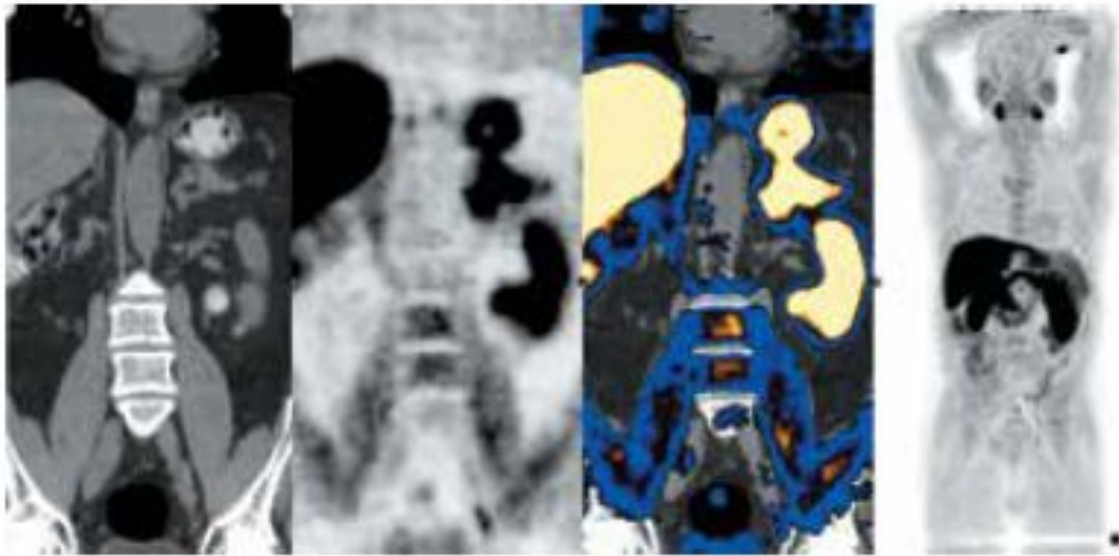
Пациент №1: позитронно-эмиссионная томография/компьютерная томография с ^{11}C -холином. Определяется накопление препарата в наружных подвздошных лимфатических узлах
